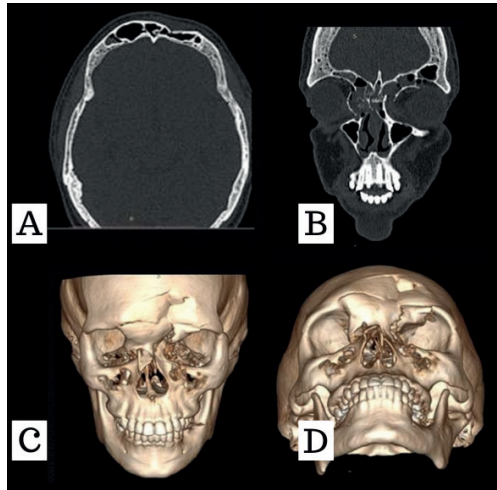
Tomografia computadorizada. A- Corte axial evidenciando fratura da parede anterior do osso frontal. B- Corte coronal revelando fratura NOE. C – D Reconstrução 3D, auxiliando no diagnóstico da fratura FNOE.
